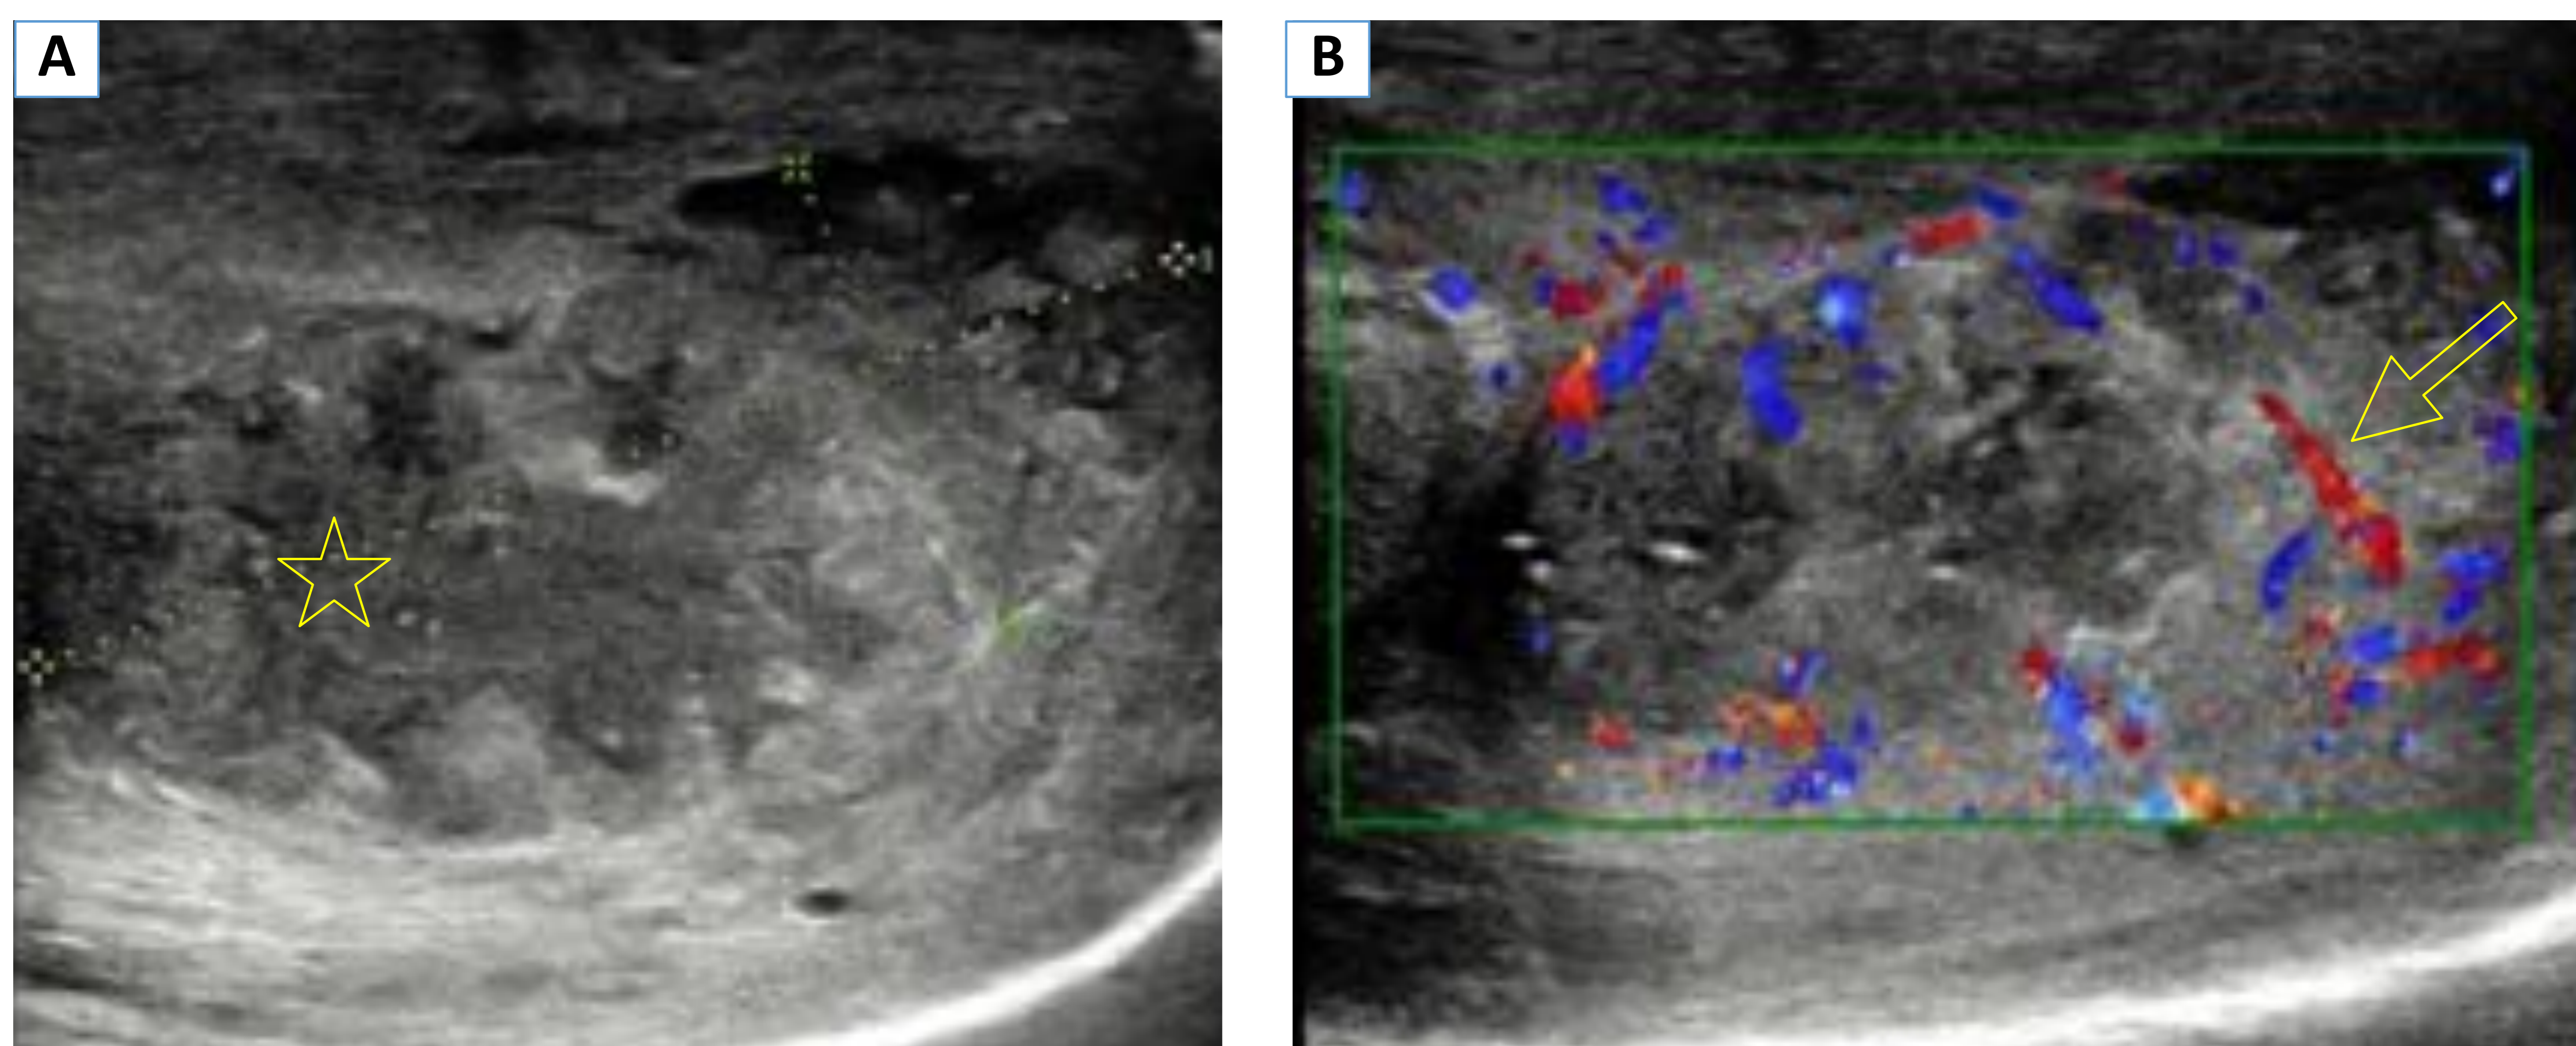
Varón de 37 años que presenta tumefacción dolorosa y progresiva en el pene de 1 semana de evolución. Analítica: leucocitosis con neutrofilia. Ecografía modo B (A) y con Doppler Color (B). Colección heterogénea con zona central hipocóica y detritus en su interior (☆), que muestra un aumento de la señal Doppler en su periferia (→), sugestiva de absceso.
